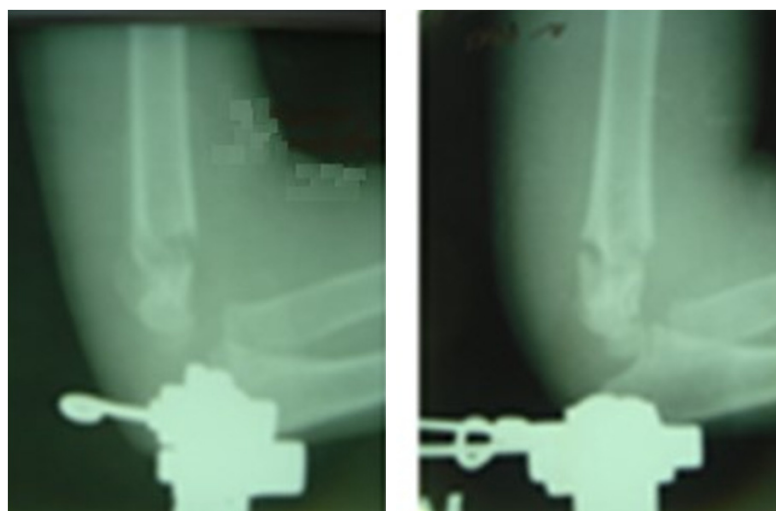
Контрольные рентгенограммы пациента И. на 3 и 4 сутки после наложения скелетного вытяжения
